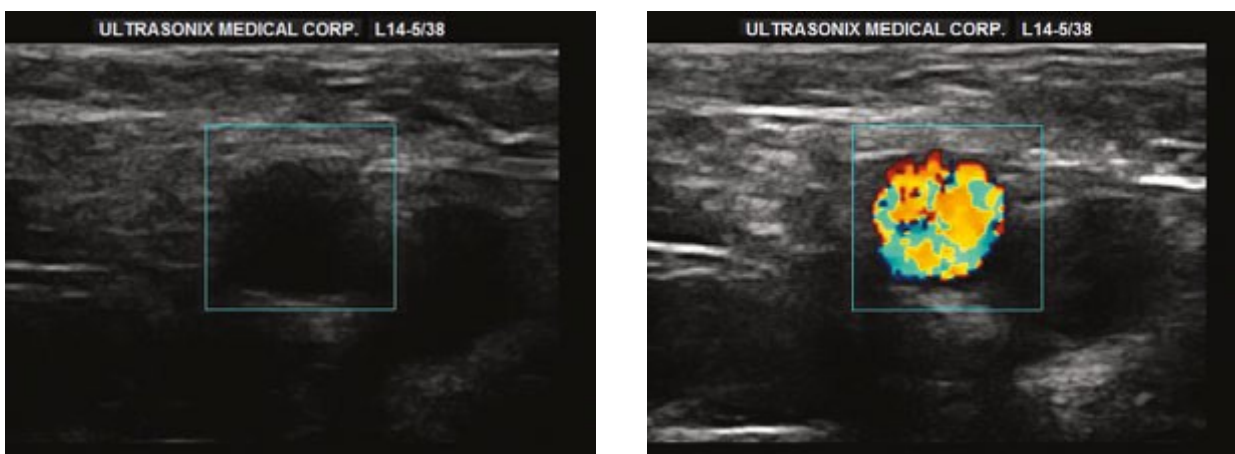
Image échographique du même vaisseau « sans flux » et « avec flux » en fonction de l'angle de la sonde
